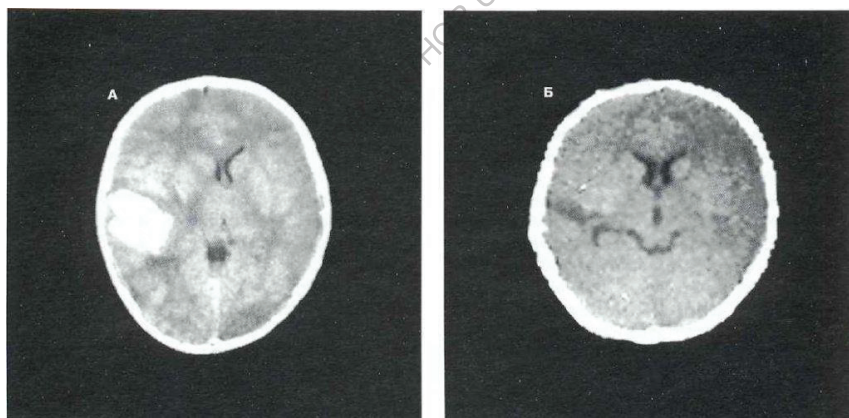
Острая внутримозговая в височно-теменной области справа у мальчика 11 лет. А – КТ – до операции. Б – после чрезфрезевого эндоскопического удаления гематомы
